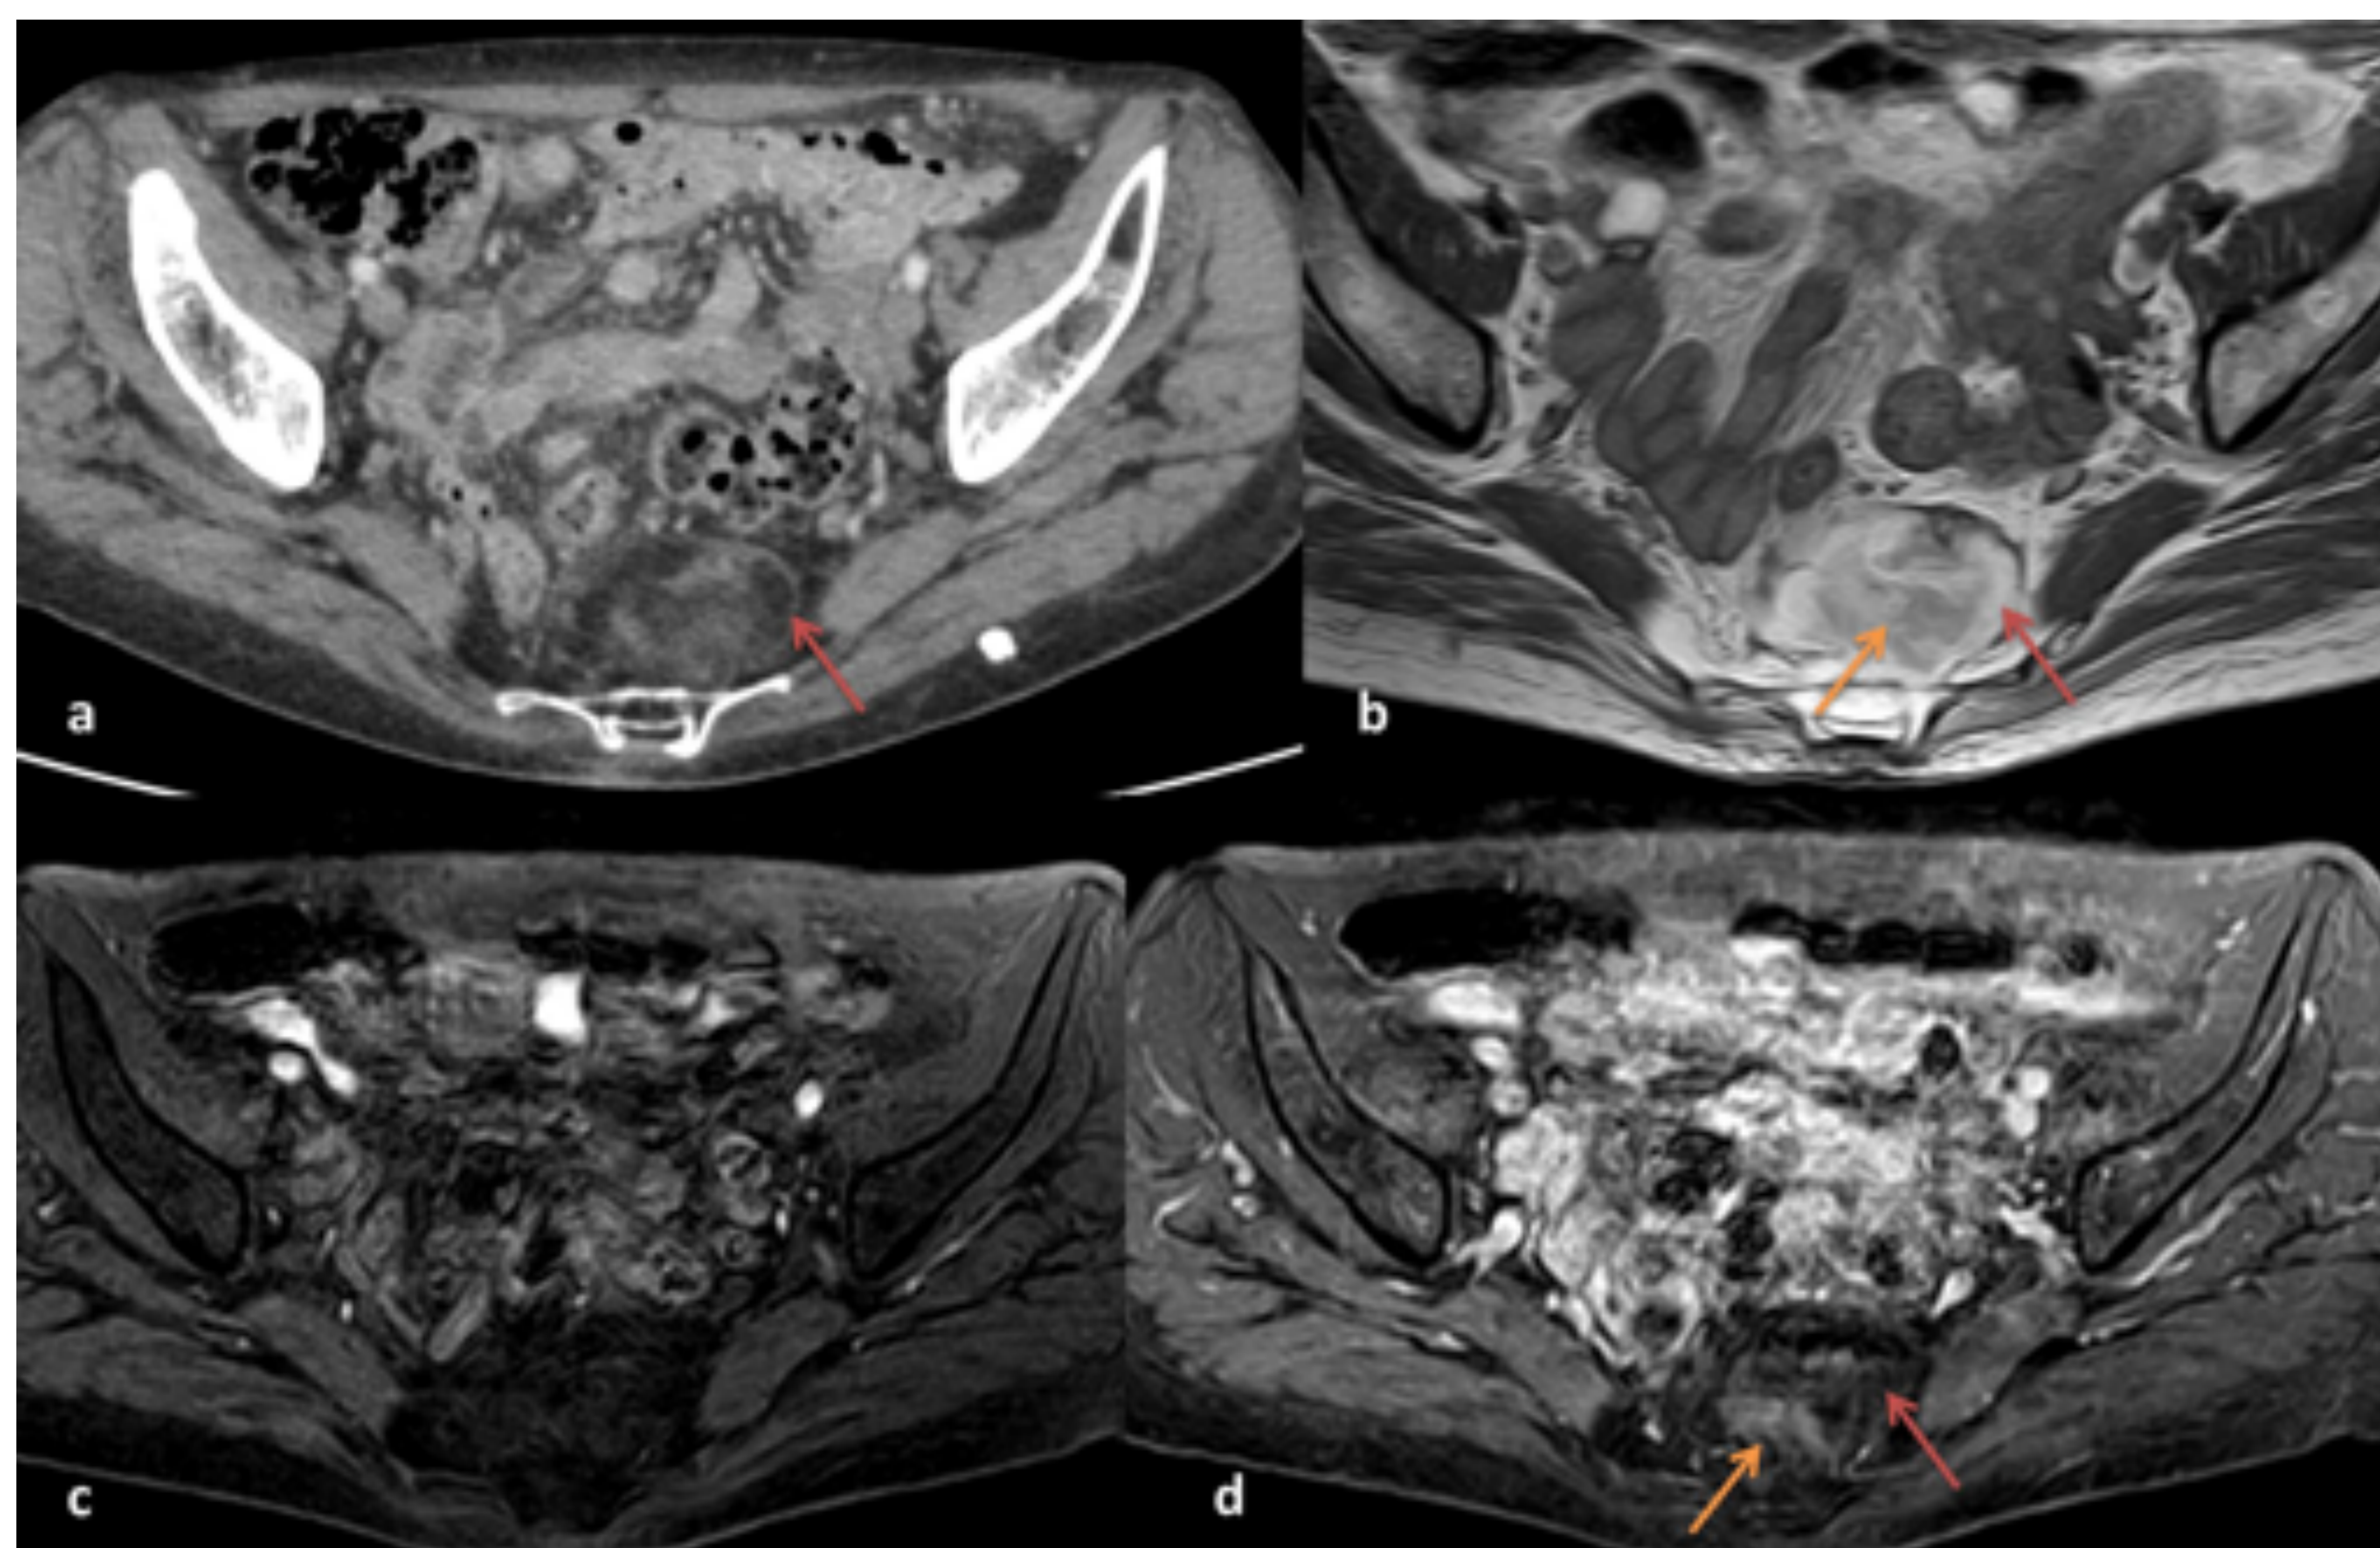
Hematopoyesis extramedular. (a) Imagen de TC que muestra masa presacra lobulada bien delimitada de atenuación heterogénea con grasa macroscópica (flecha roja). (b) Imagen de resonancia potenciada en T1 con similares hallazgos, observando grasa hiperintensa (flecha roja) y tejido blando no graso con señal intermedia (flecha naranja). (c y d) Secuencias potenciadas en T1 con supresión grasa sin (c) y con contraste (d), donde se aprecia cancelación de la señal del componente graso (flecha roja) y realce leve del tejido de partes blandas no adiposo (flecha naranja).
